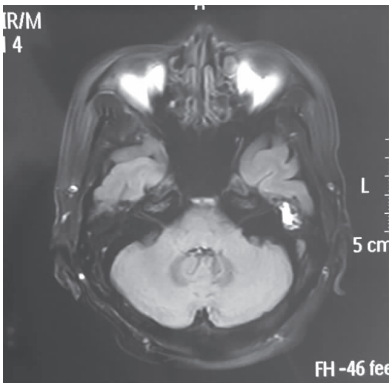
头 MRI-Flair 示第四脑室底部,左侧面丘异常高信号
